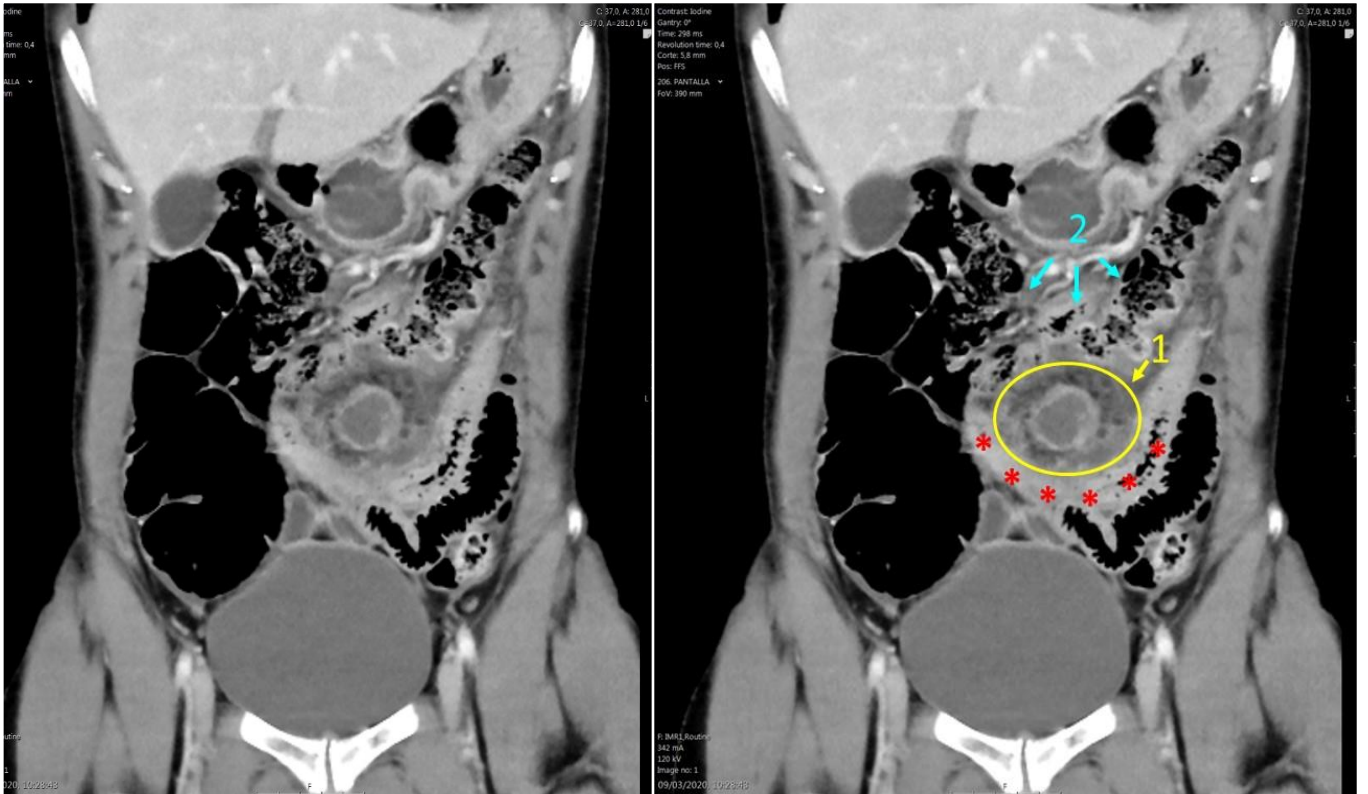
Proyección coronal de la TC abdominopélvica realizada a la paciente tras su llegada a Urgencias. En la imagen se observa una colección líquida bilobulada con realce periférico compatible con un absceso (1) asociado a un asa de yeyuno (*) y al colon transverso (2). El asa de yeyuno presenta un marcado engrosamiento mural.
